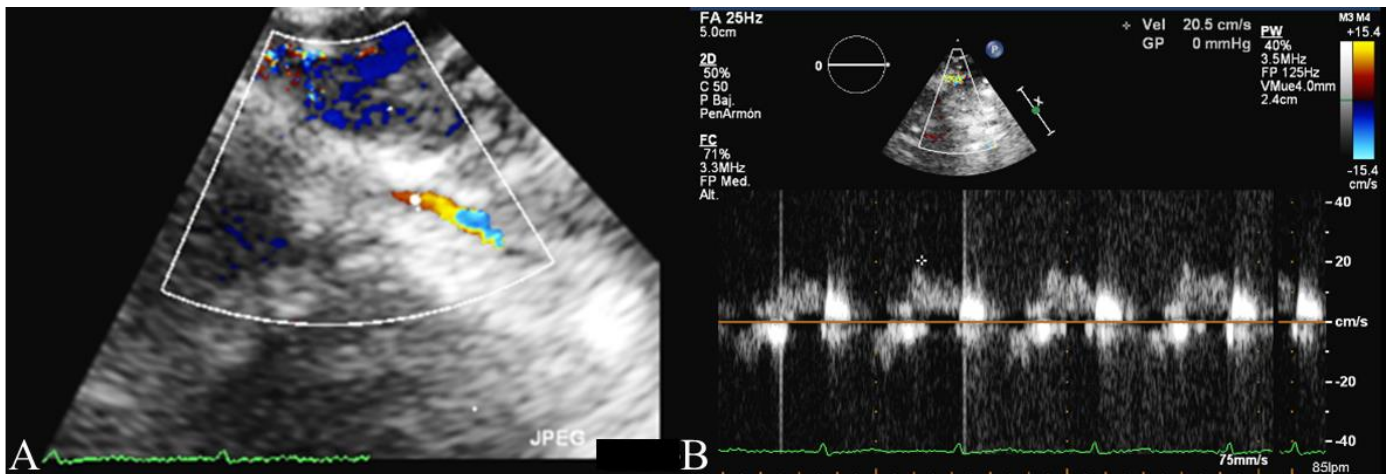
Evaluación de RFC. 13.A: Flujo Doppler color de la DAd en proyección paraesternal-eje largo baja. 13. B: Velocidad diastólica máxima evaluada por Doppler pulsado a nivel de DAd.
